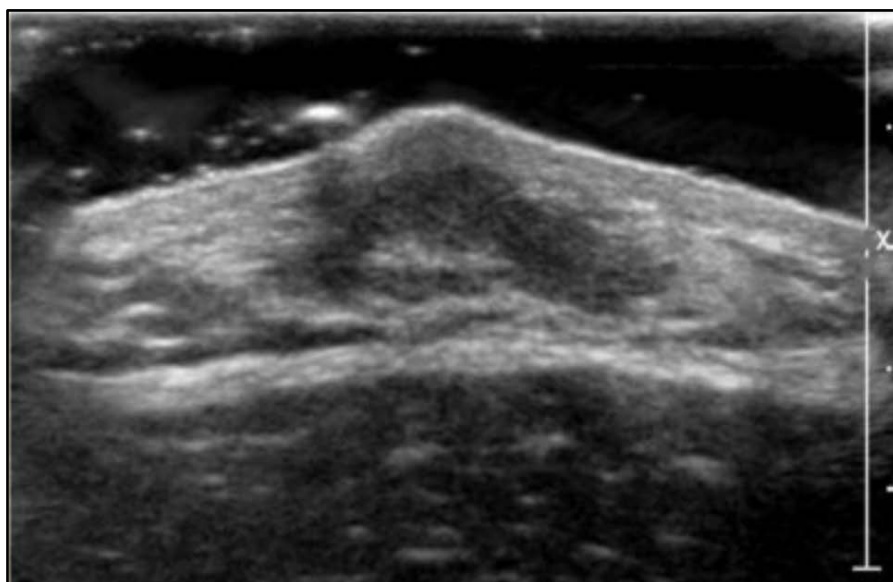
Échographie mammaire: montre une gynécomastie dendritique avec des plages hypoéchogènes centrées sur le mamelon, avec contours postérieurs irréguliers s'insinuant dans le tissu fibreux échogène.
